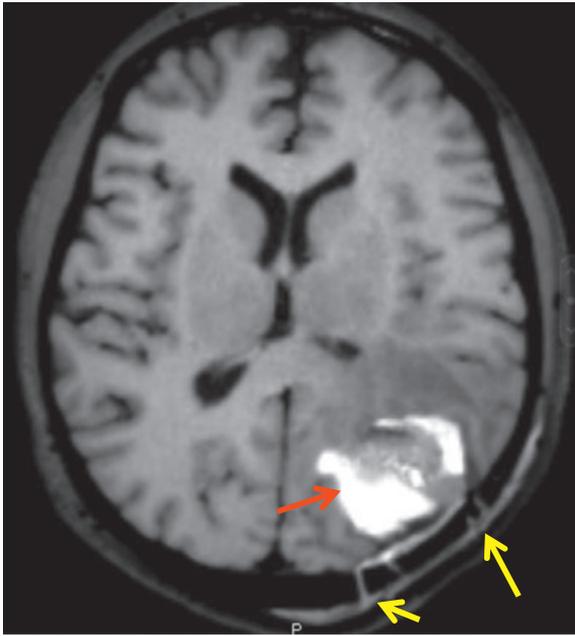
T1 SE FAT-SAT. IRM postopératoire. Sang hyperintense au sein du foyer opératoire (flèche rouge), cicatrice de craniotomie (flèches jaunes).
